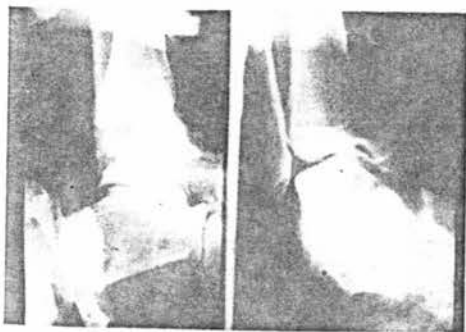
Radiografías sostenidas graficando bostezo externo y cajón anterior.
